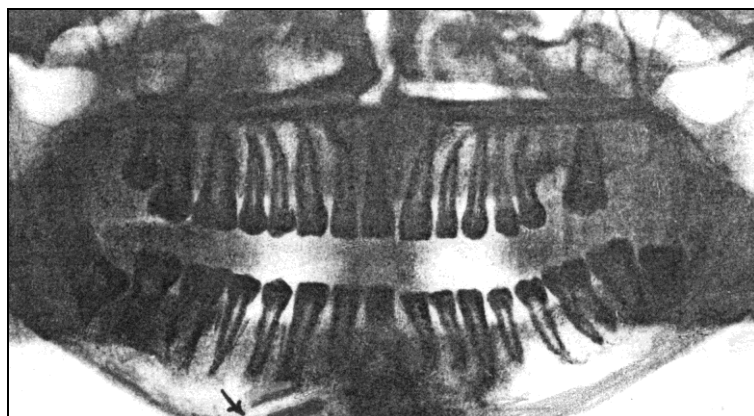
Panoramic radiography (orthotomography).
